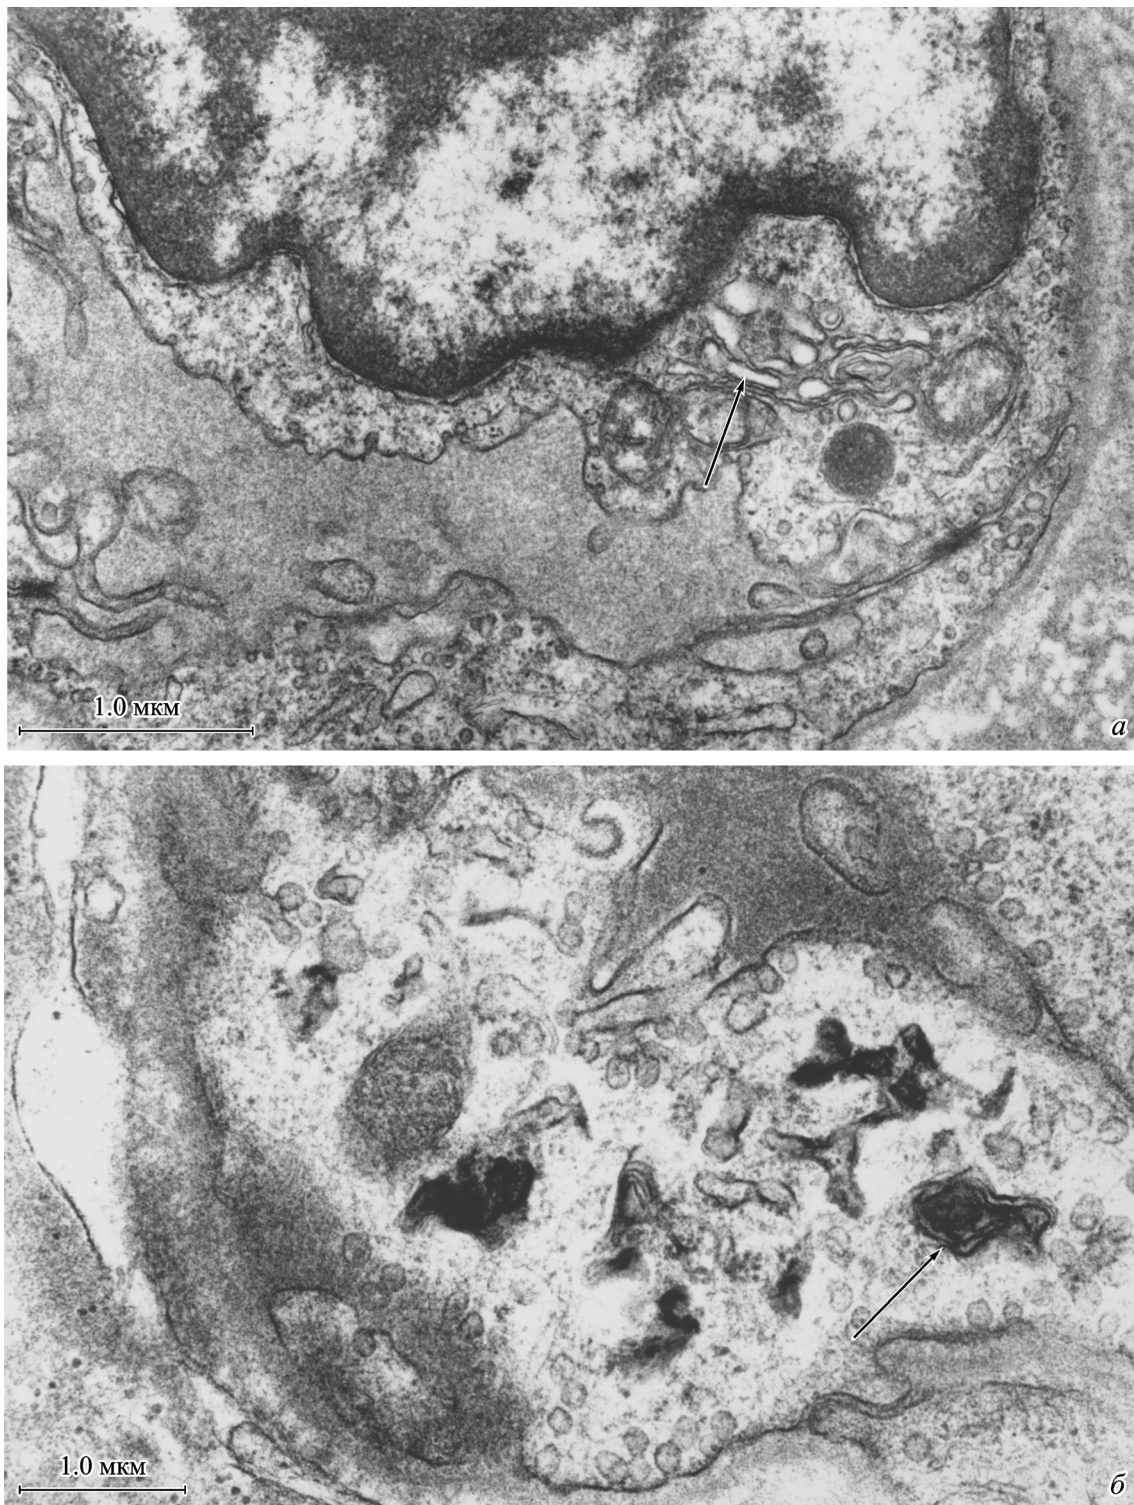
Ультраструктура эндотелия микрососудов правого предсердия пациента с дефектом межжелудочковой перегородки на этапе охлаждения при коррекции порока в условиях бесперфузионной гипотермии.
